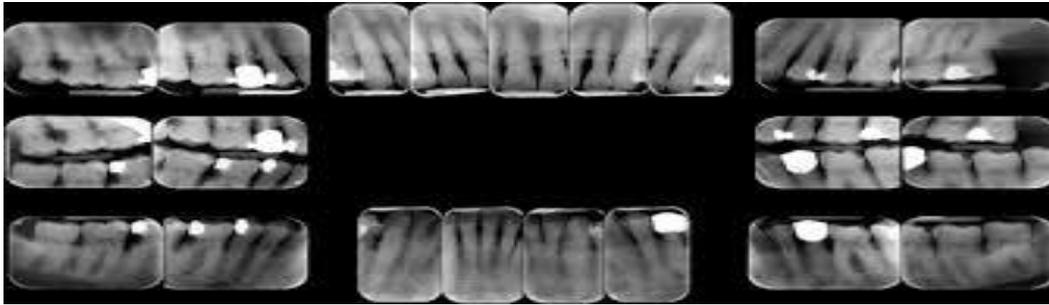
12. Radiographie retro alvéolaire
